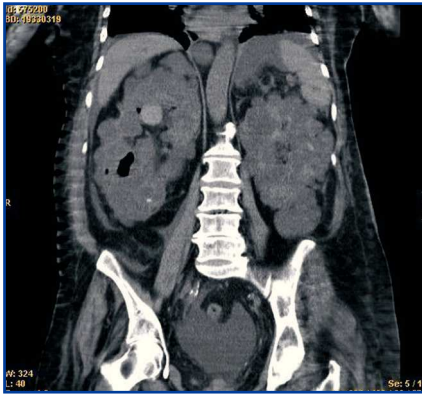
TAC abdominal: corte coronal con quiste complicado en tercio superior de riñón derecho y aire en vía urinaria.
